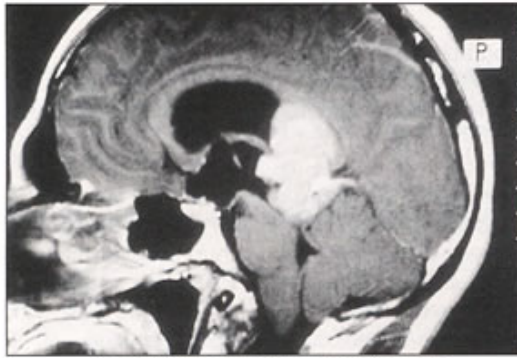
IRM T1 gadolinium : pinéaloblastome.
